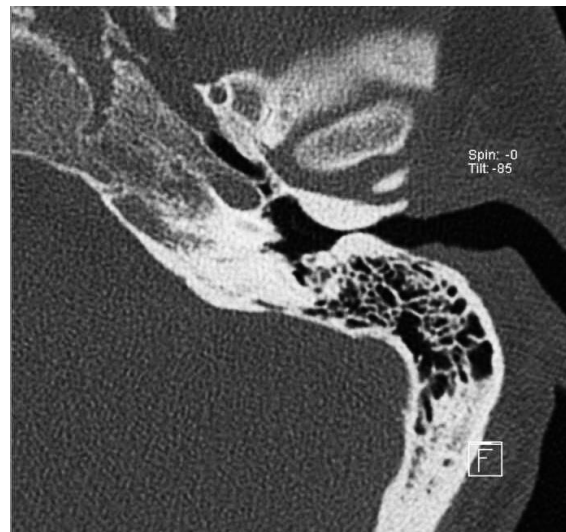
Corte axial de TC de oído izquierdo con exóstosis anteroposterior sin retención de cerumen
